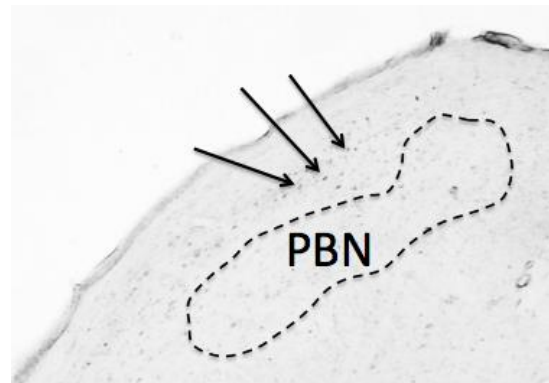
CTA を獲得しなかったラットにおけるサッカリン摂取時の c-fos の発現(矢印は dls に発現している c-fos 陽性細胞を示す)
